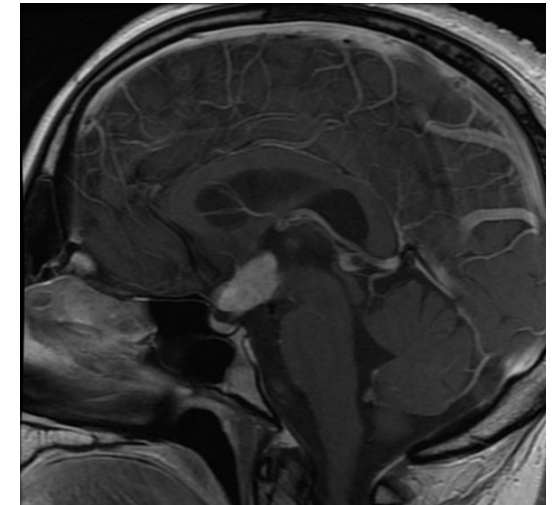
RM secuencia T1 post contraste sagital, donde se aprecia un marcado engrosamiento del tallo hipofisario en paciente con histiocitosis de células de Langerhans.
